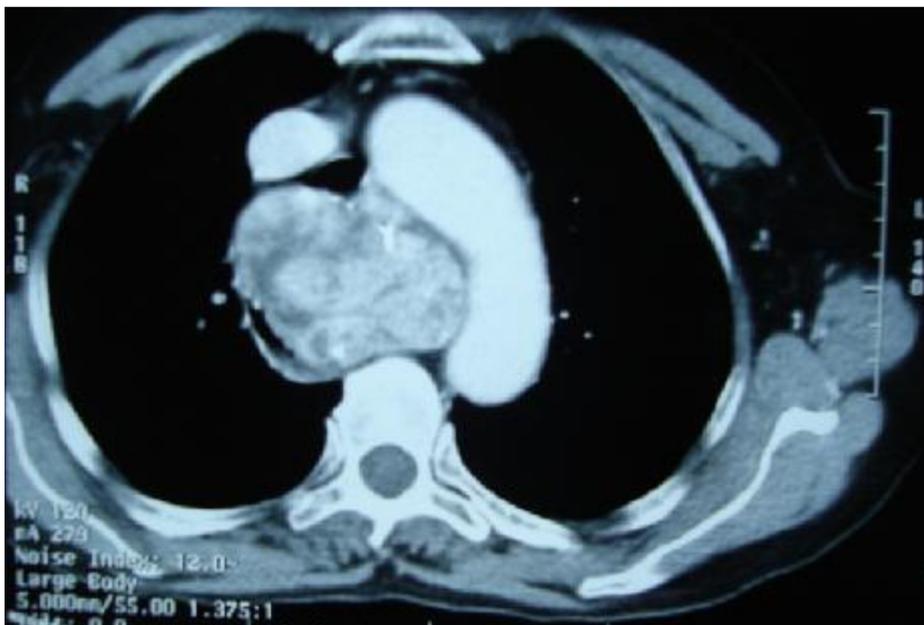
TDM thoracique en coupe axiale : goitre endotrachéal avec plongement rétro-vasculaire (Iconographie service ORL CHU Hassan II Fès).
